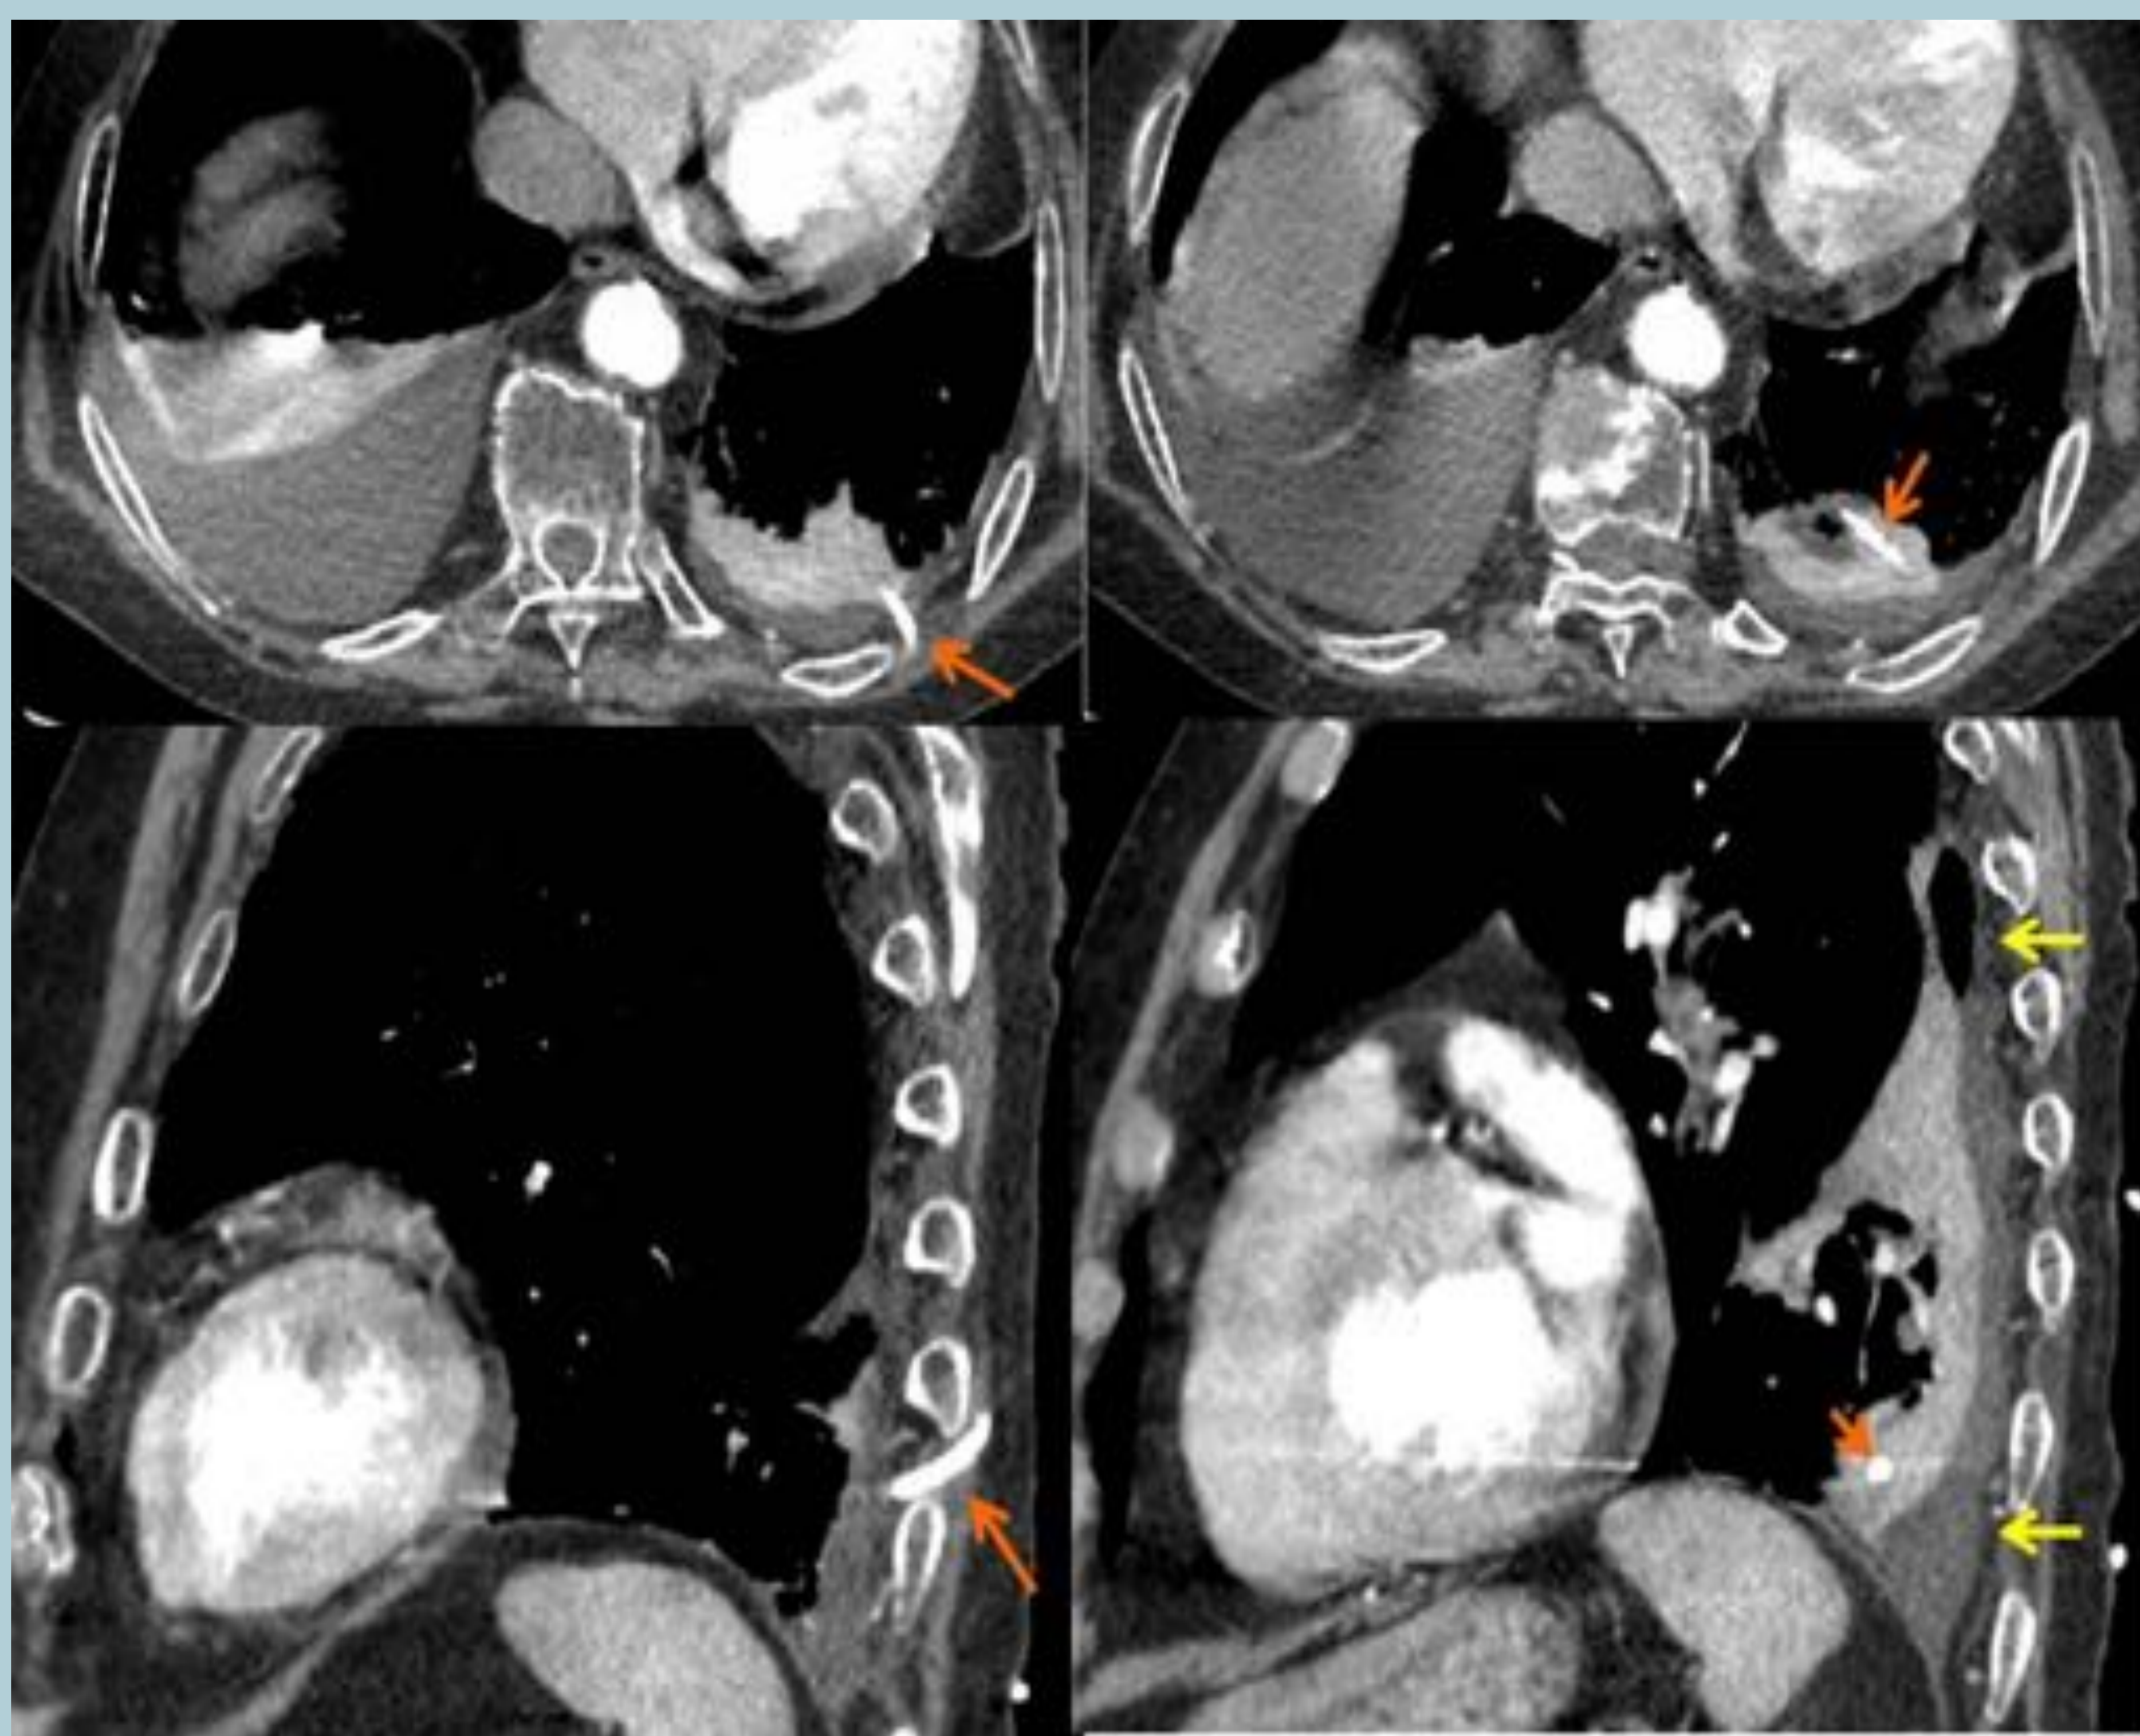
Imágenes axiales y reconstrucciones sagitales de una TC de tórax de un varón de 79 años con un tubo de drenaje pleural izquierdo que presentaba edema peritubo. La radiografía de tórax mostraba el tubo proyectado en el campo pulmonar inferior izquierdo y la TC demostró que el extremo del tubo de drenaje pleural estaba alojado en el lóbulo inferior izquierdo (flecha naranja) y un hidroneumotórax asociado (flechas amarillas).
